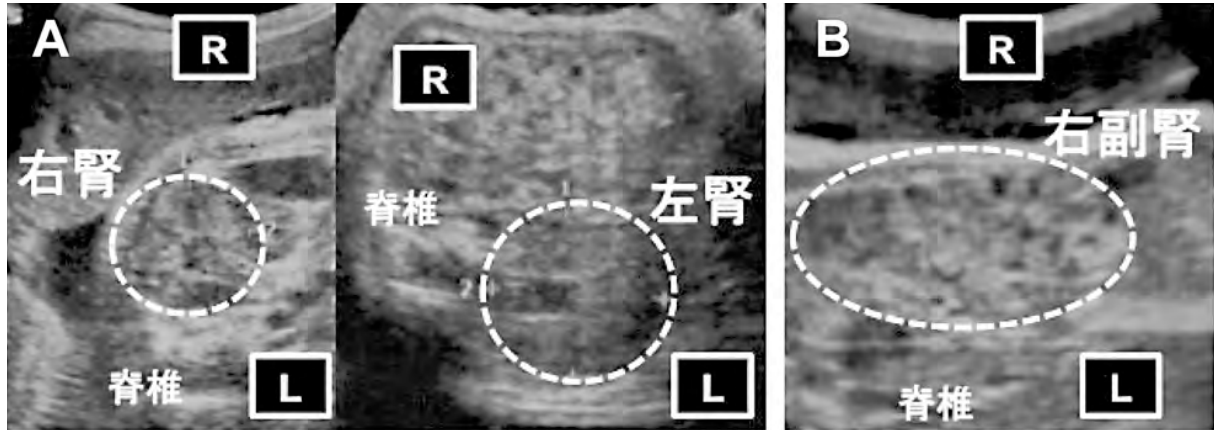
胎児超音波検査所見 (妊娠32週、腹部水平断)
